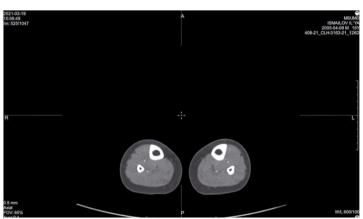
Компьютерная томограмма нижних конечностей пациента до операции
